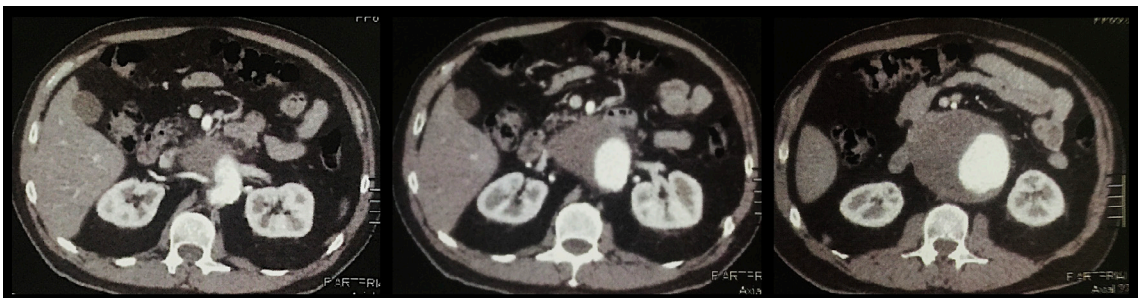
Angiotomografia de abdome e pelve com contraste venoso em cortes axiais evidenciando volumoso aneurisma de aorta justarrenal.
